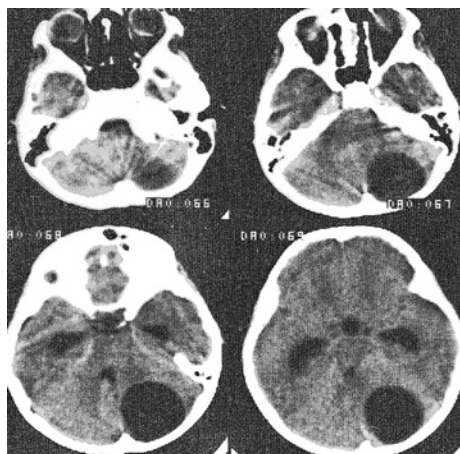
Компьютерная томограмма 10-летнего ребенка с эхинококковой кистой конвексимальной поверхности мозжечка. Пациент пролечен в 1994 г. Снимок заимствован из архива нейрохирургической клиники.
